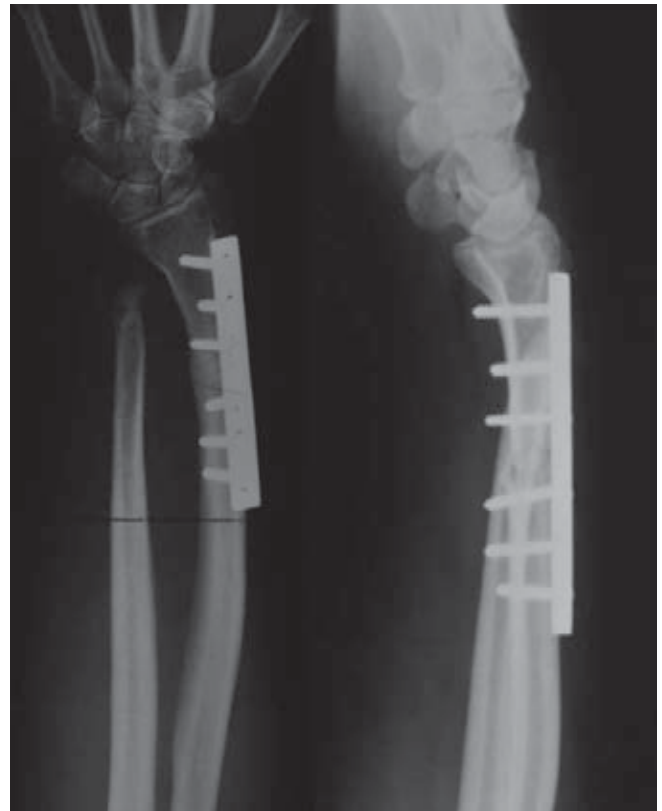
Radiografías preoperatorias (2009), nótese la muesca en el radio producida por el pinzamiento cubital.
